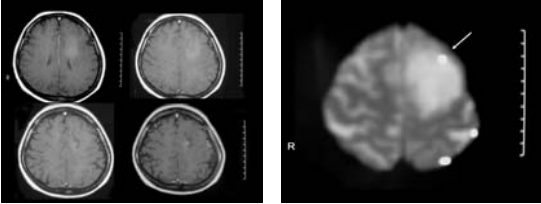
言語タスクにより動員されたfunctional MRIの軸位画像。像位半球は左であり、腫瘍内にストーク(矢印)を認める。
